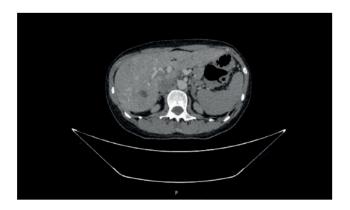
Мультиспиральная копьютерная томография брюшной полости, контрастное усиление, портальная фаза, актисальный срез. Описание в тексте.
